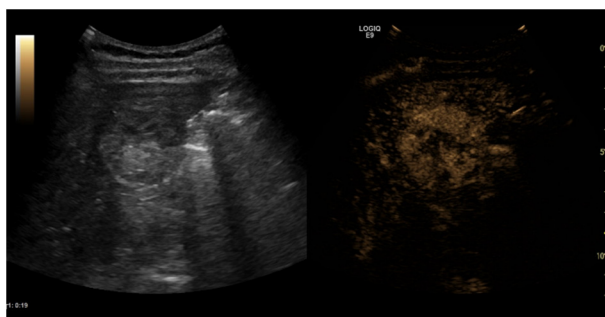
Ecografie cu substanță de contrast. Faza arterială hipercaptare specifică pentru HCC în faza arterială.
